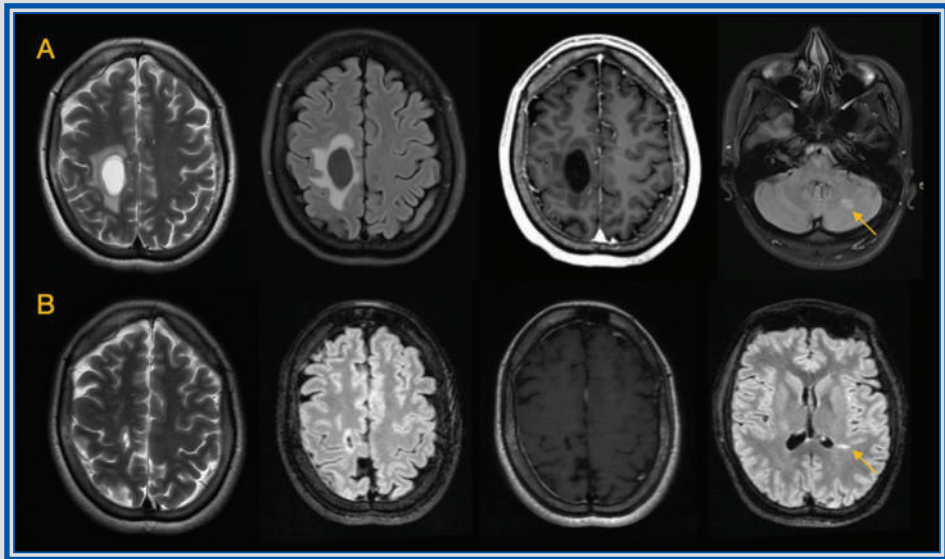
Capítulo 23. Lesión desmielinizante pseudotumoral de tipo megaquística en EM localizada en el centro semioval derecho, en estudio inicial (A), de comportamiento similar al LCR, sin efecto de masa y sin realce poscontraste; asociado a lesión hiperintensa en FLAIR de forma ovalada en el hemisferio cerebeloso izquierdo (flecha en A). En estudio de seguimiento (B) 8 meses después, la lesión quística presentó importante disminución de su tamaño y se identificó una nueva lesión periventricular en secuencias FLAIR (flecha en B).
